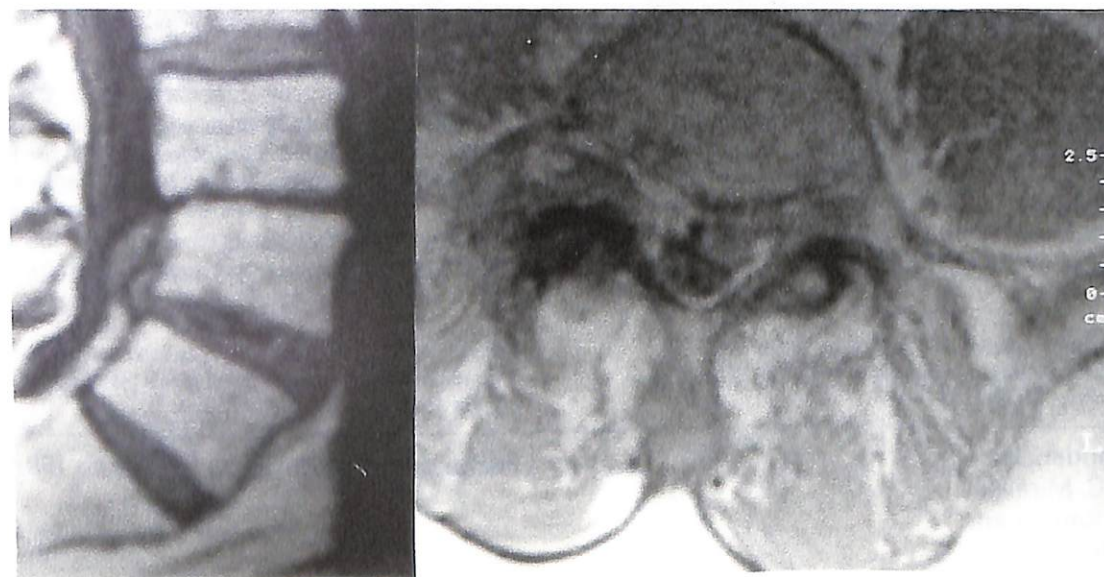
RM lateral en que se observa una gran hernia discal emigrada del espacio L3-L4 (donde no queda disco), y una más pequeña del espacio L4-L5 que ha ascendido hasta contactar y ocupar una gran proporción del canal.
